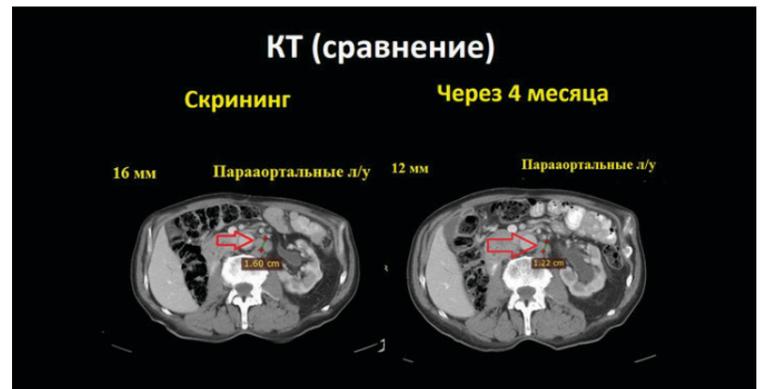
Результаты КТ от 21.03.2017.
